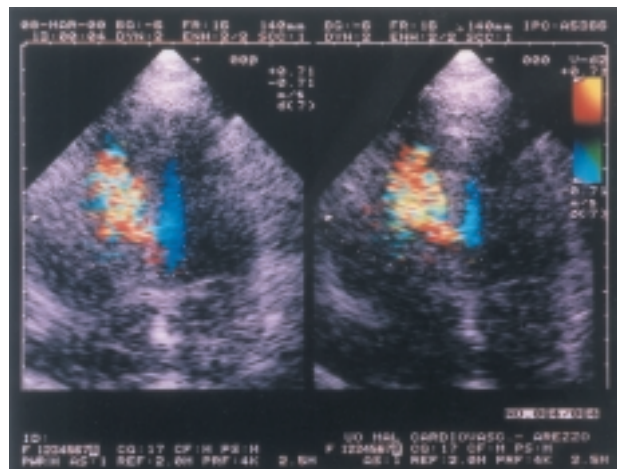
Proiezione apicale asse lungo: soluzione di continuo a livello del setto interventricolare medio-basale visto con eco color Doppler.
